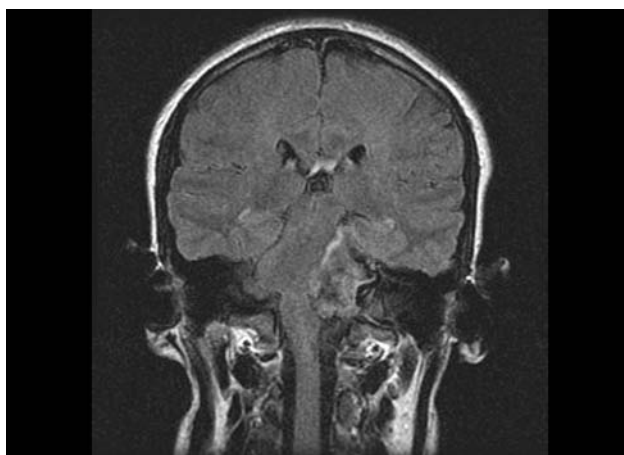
RM FSE FLAIR coronal. La lesión es heterogénea con áreas hipo e hiperintensas; no se anula la señal como en el resto de estructuras con contenido líquido
